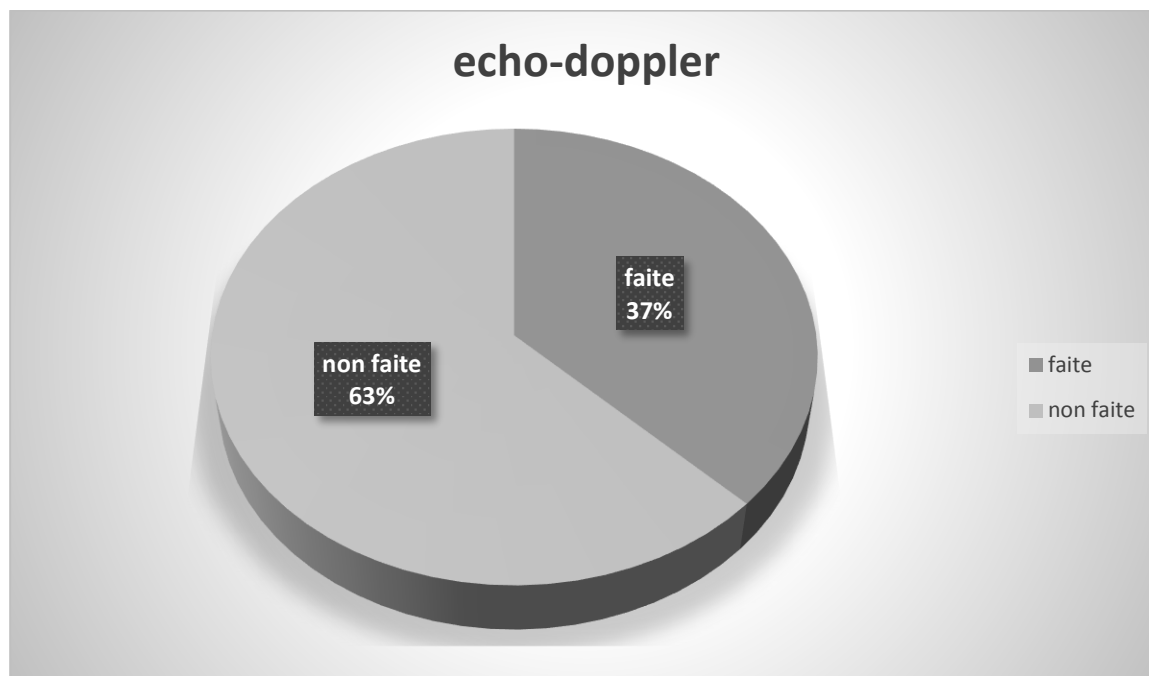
répartition des patientes selon l'écho-doppler
